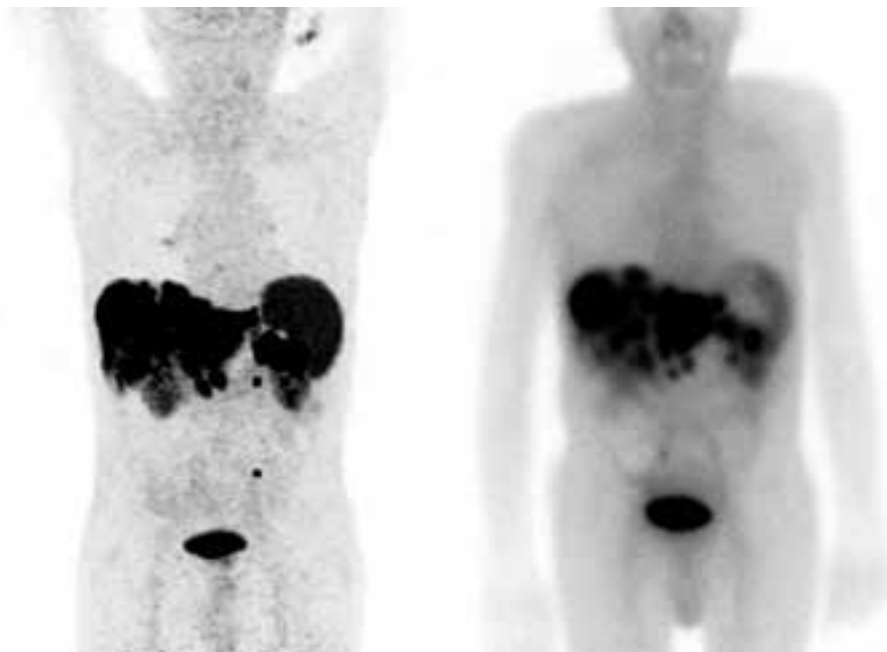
Bereits vor der Therapie mit ¹⁷⁷Lu-DOTATATE (rechtes Bild) kann die Expression der Zielstruktur mit der SSTR PET (linkes Bild) nachgewiesen werden. Dieses theranostische Prinzip wird durch die Verwendung des gleichen Peptides mit unterschiedlichen Radionukliden (⁶⁸Ga für die Diagnostik, ¹⁷⁷Lu für die Therapie) erreicht.
